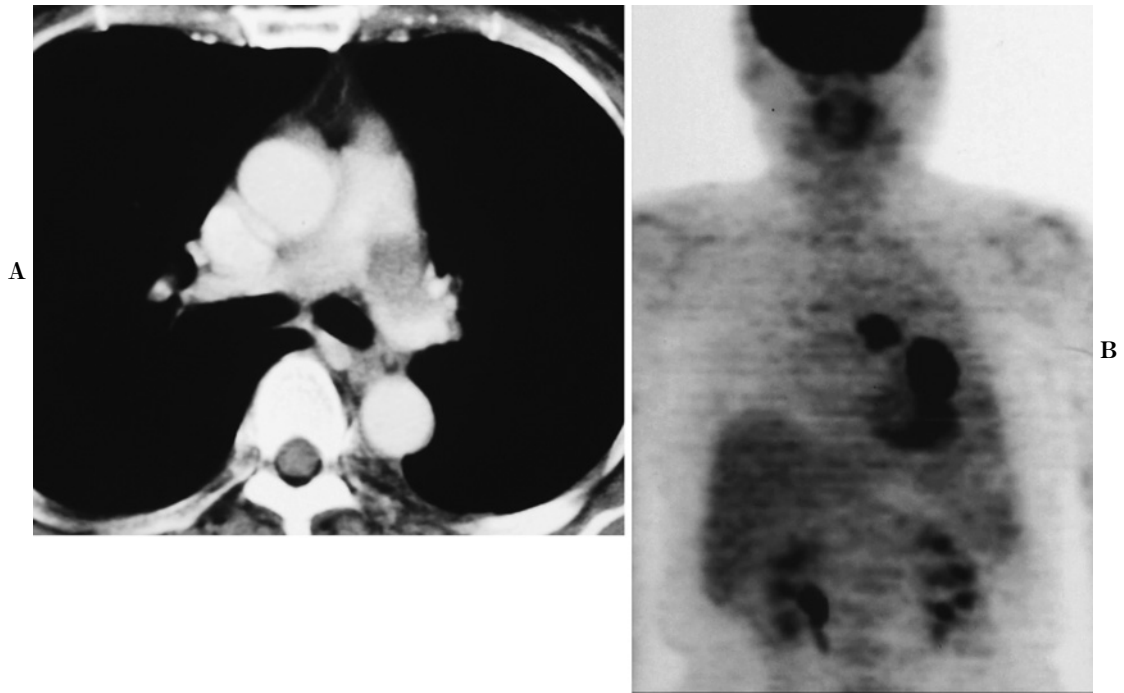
Contrast-enhanced computed tomography shows a vague low-density area in the left main pulmonary artery (A). The pulmonary mass showed fluorodeoxyglucose uptake on positron emission tomography. The uptake was retrospectively detected in the left main pulmonary artery (B).
